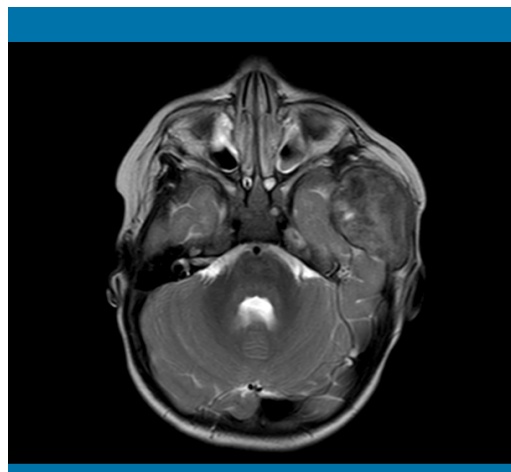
Resonancia magnética cerebral correspondiente al caso clínico 1
